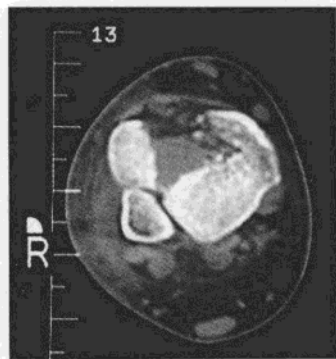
pilon 骨折踝关节 CT 扫描
